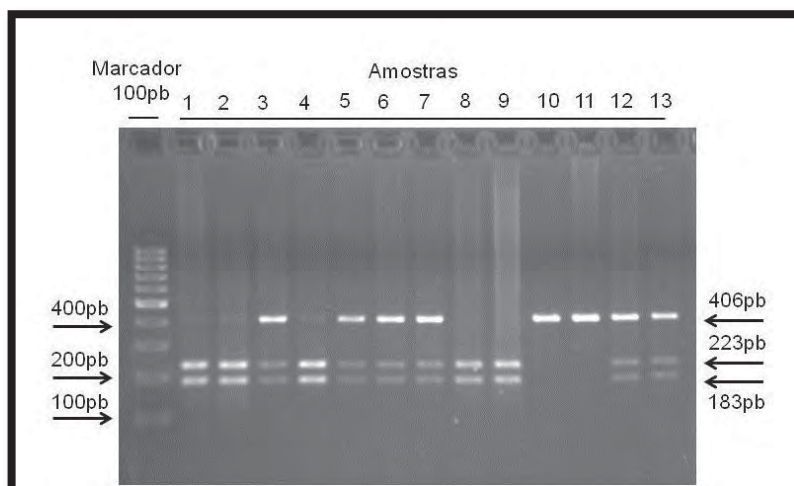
Gel de agarose para análise do polimorfismo -509C/T (*TGFB*). O fragmento gerado na amplificação tem 406pb. Na ausência do polimorfismo, a enzima de restrição gera 2 fragmentos (183pb e 223pb). Os resultados para as amostras da figura são: 1-CC, 2-CC, 3-CT, 4-CT, 5-CT, 6-CT, 7-CT, 8-CC, 9-CC, 10-TT, 11-TT, 12-CT, 13-CT.
